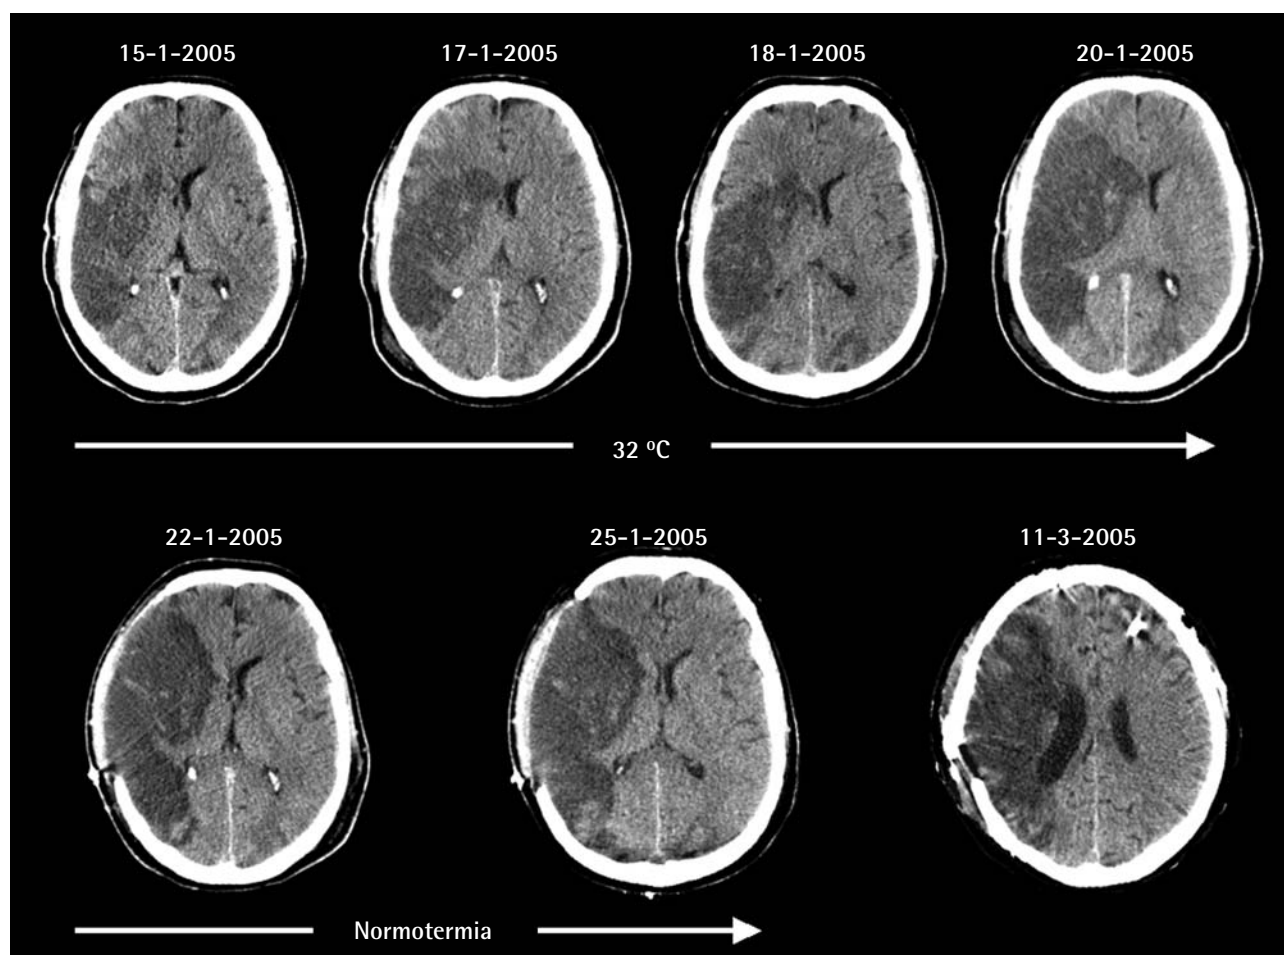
Imágenes de tomografía computarizada antes y después de la craniectomía descompresiva en paciente con un infarto maligno de la arteria cerebral media derecho. Este paciente presentó una desviación de la línea media de 11 mm el sexto día de su ingreso (20 de enero de 2005) que motivó la práctica de la cirugía descompresiva. Las imágenes inferiores muestran cómo después de la cirugía la desviación de la línea media se corrige a pesar de que el paciente se encuentra en una situación de normotermia. La imagen inferior derecha muestra el aspecto del cerebro tras reponer el colgajo óseo 2 meses después del ingreso del paciente.
